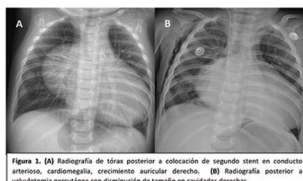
(A) Radiografía de tórax posterior a colocación de segundo stent en conducto arterioso, cardiomegalia, excentricidad ventricular derecha. (B) Radiografía posterior a valvulotomía percutánea con disminución de tamaño en cavidades derechas.
